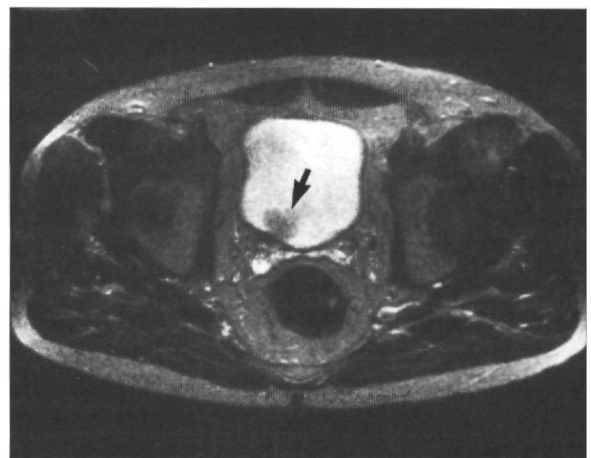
Sterk T_2 -gewogen transversale MRI-opname (0,5 T; SE/2000/150/2). De papillaire tumor (pijl) heeft een duidelijk hogere signaalintensiteit dan de donkere urineblaaswand. Urineblaaswand en tumor zijn op deze sequentie goed afgrensbaar van de witte urine. Ter plaatse van de tumor is de blaaswand niet onderbroken, hetgeen tegen diepe invasie in de spierlaag pleit (= categorie Ta-2).
